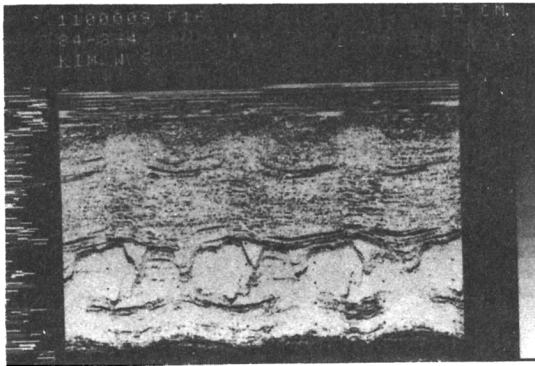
M-mode echocardiogram of sister showing severe ASH and SAM.
